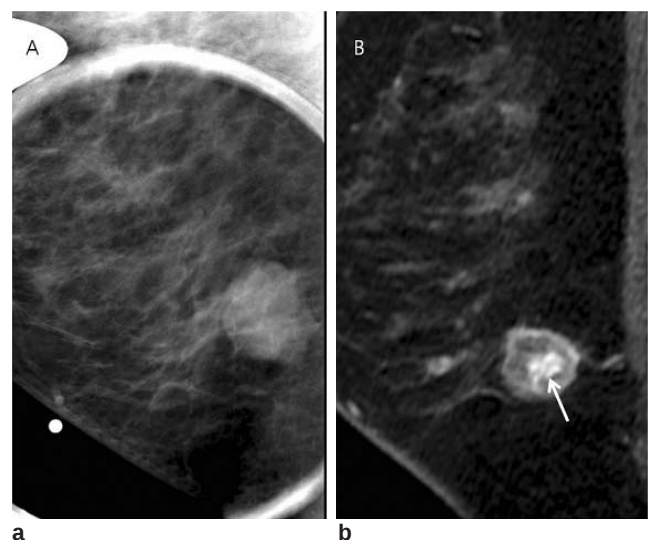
Basal-like breast cancer (ER-, PR-, HER2-, CK5/6+) in a 47-year-old woman. a. Spot magnification MLO mammogram shows a circumscribed mass without calcifications in the lower and posterior breast. b. Contrast-enhanced T1 sagittal MRI shows a round mass with rim and central (arrow) enhancement.
